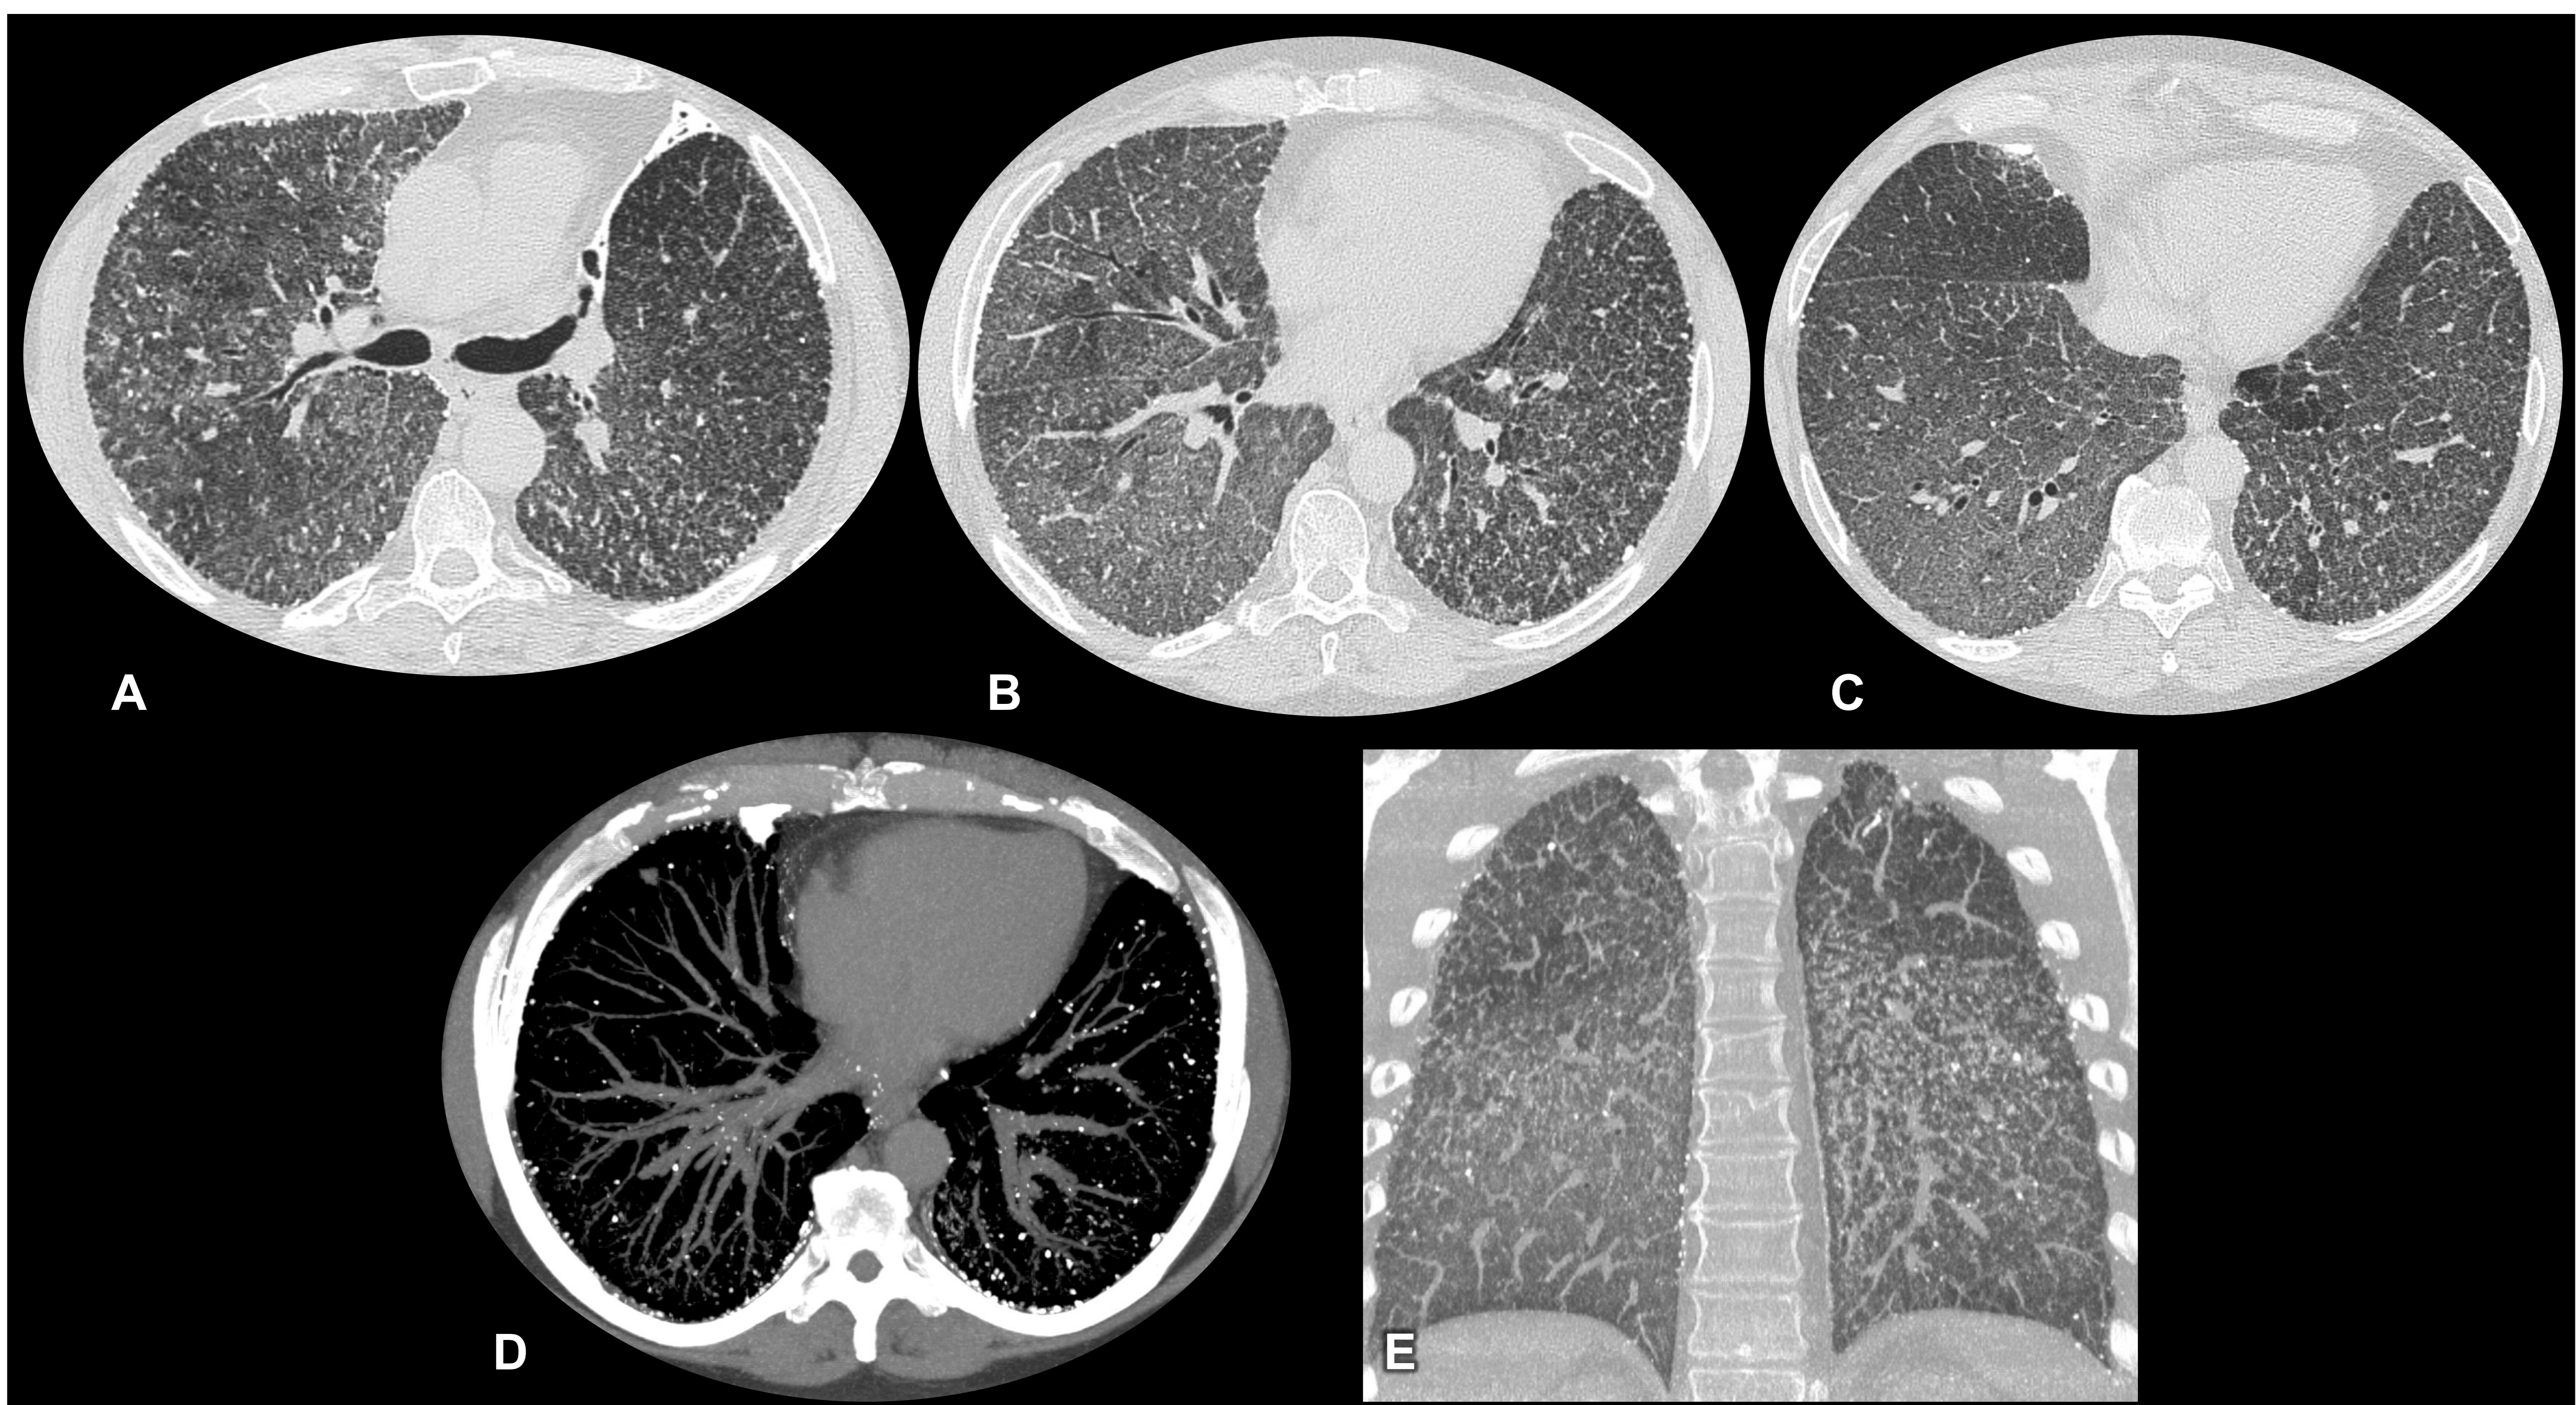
Varón de 45 años con varios familiares con microlitiasis alveolar pulmonar confirmada. TC de tórax con ventana de pulmón en el plano axial (A, B, C), con ventana de hueso y MIP en el plano axial (D) y ventana de pulmón y MIP en el plano coronal (E). Patrón nodular difuso con áreas en vidrio deslustrado y engrosamiento de septos interlobulillares. Algunos de los micronódulos y septos están calcificados. Son signos característicos de la microlitiasis alveolar pulmonar.
